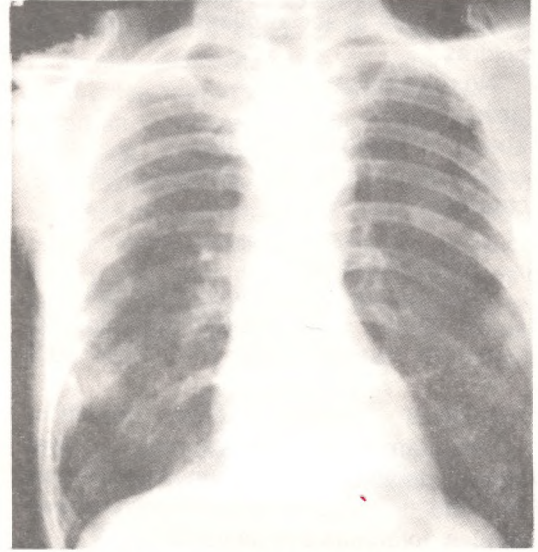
RADIOGRAFIA DE TORAX MOSTRANDO LESIONES LITICAS EN CLAVICULA DERECHA Y COSTILLAS.
